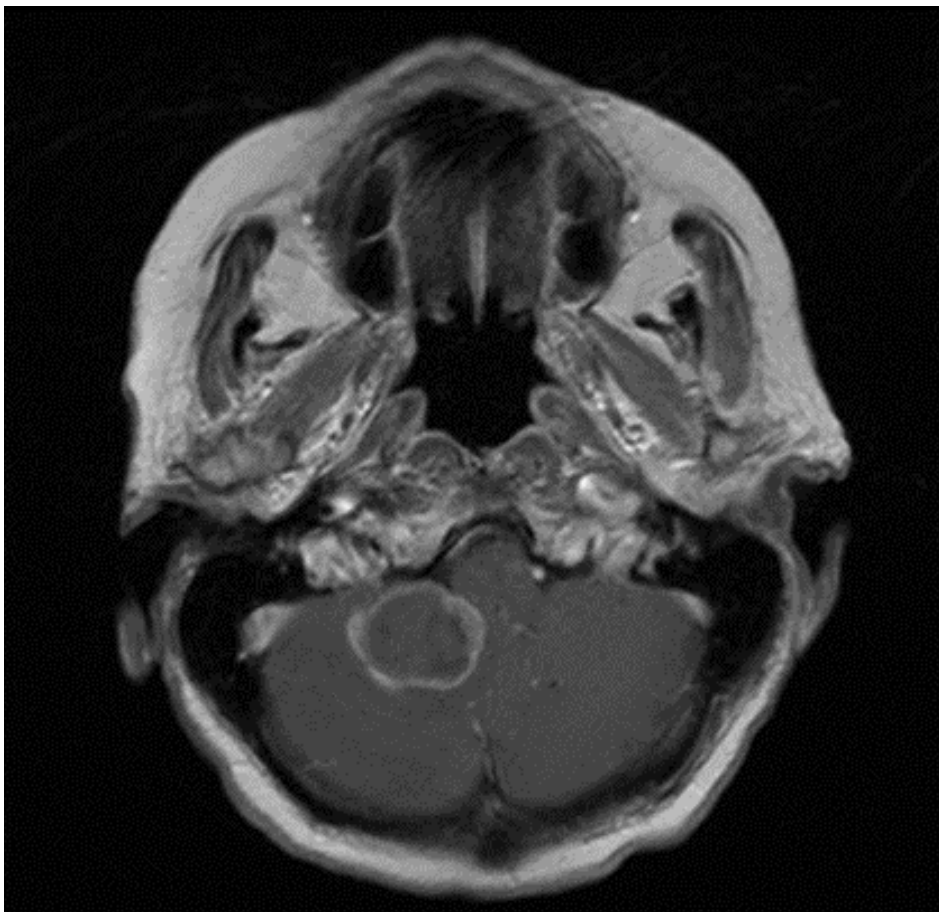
T1 se tra KM-MRT-Aufnahme Subtyp "Solid Displacing" (Universitätsklinikum Regensburg)
